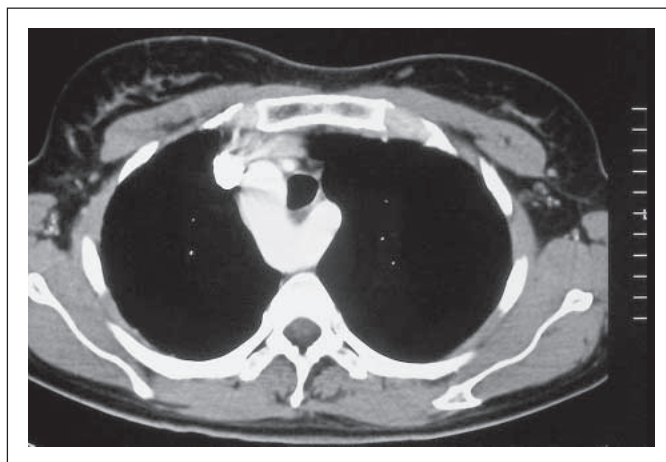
Doppelter Aortenbogen: Axiales CT-Bild eines doppelten Aortenbogens mit der Teilung der ascendierenden Aorta in einen links und einen rechts der Trachea verlaufenden Anteil, wobei die Aufteilung unmittelbar vor der Trachea stattfindet. Die beiden Schenkel des Aortenbogens ziehen an der Trachea vorbei und vereinigen sich retrotracheal und retroösophageal wieder zu einer mittig deszendierenden Aorta.
